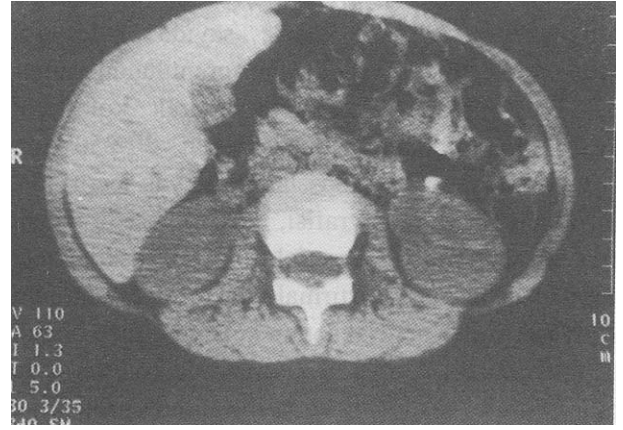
A-B. Seftriakson kullanımı başlangıcından sonraki onuncu günde US bulgular doğrultusunda oral yada IV kontrast madde kullanılmadan safra kesesi düzeyinden elde edilen BT kesitlerinde safra kesesi lümeninde yüksek dansitede nodüler oluşumlar izlenmektedir.
